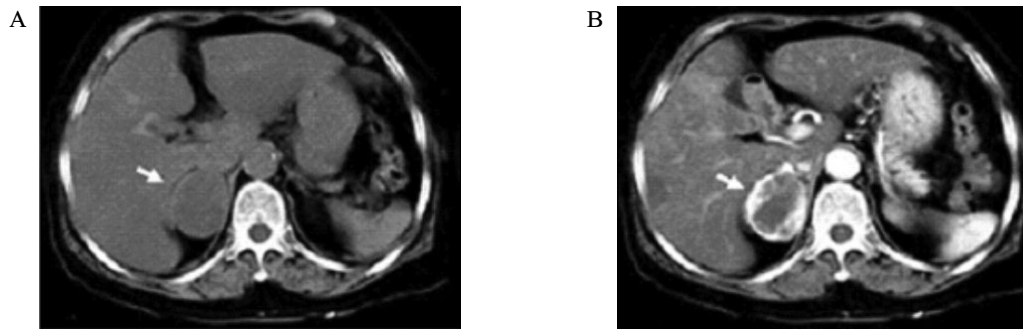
Enhanced abdomen CT. A. Precontrast axial CT scan shows 4.7×4 cm sized well defined heterogeneous low density mass in right adrenal gland (arrow). B. In arterial phase, the mass is well enhanced and has central necrosis (arrow).
